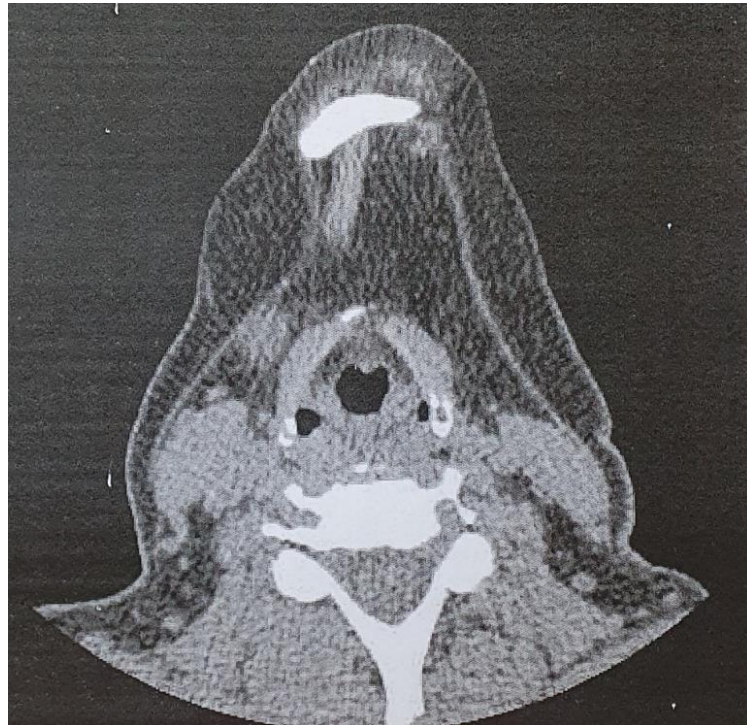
Tomografia em corte axial
